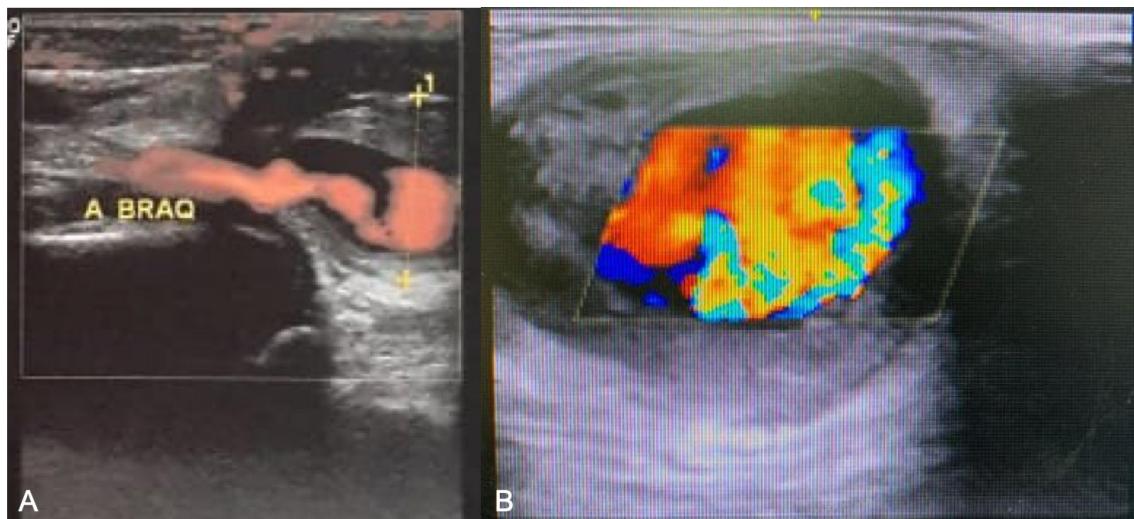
(A) Ultrassonografia duplex pré-operatório em corte longitudinal demonstrando a descontinuidade arterial do pseudoaneurisma (A BRAQ = Artéria Braquial); (B) Fluxo turbilhonar em "yin yang" no pseudoaneurisma.
